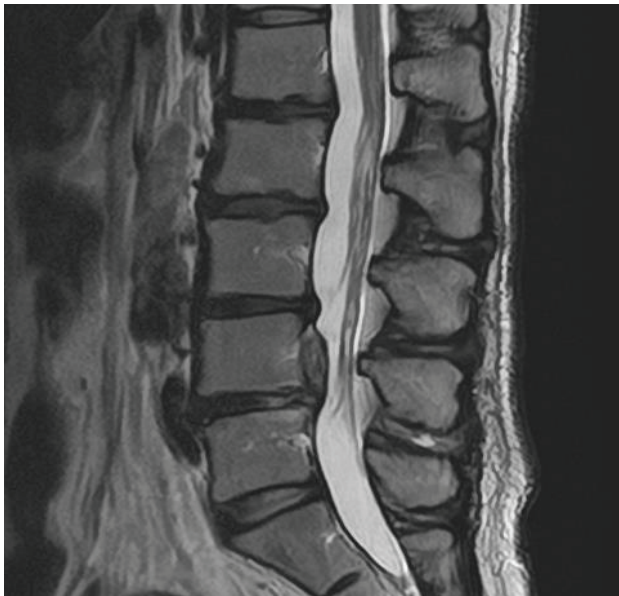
A : MRI(T2) sagittal B : MRI(T2) axial (L4/5)
